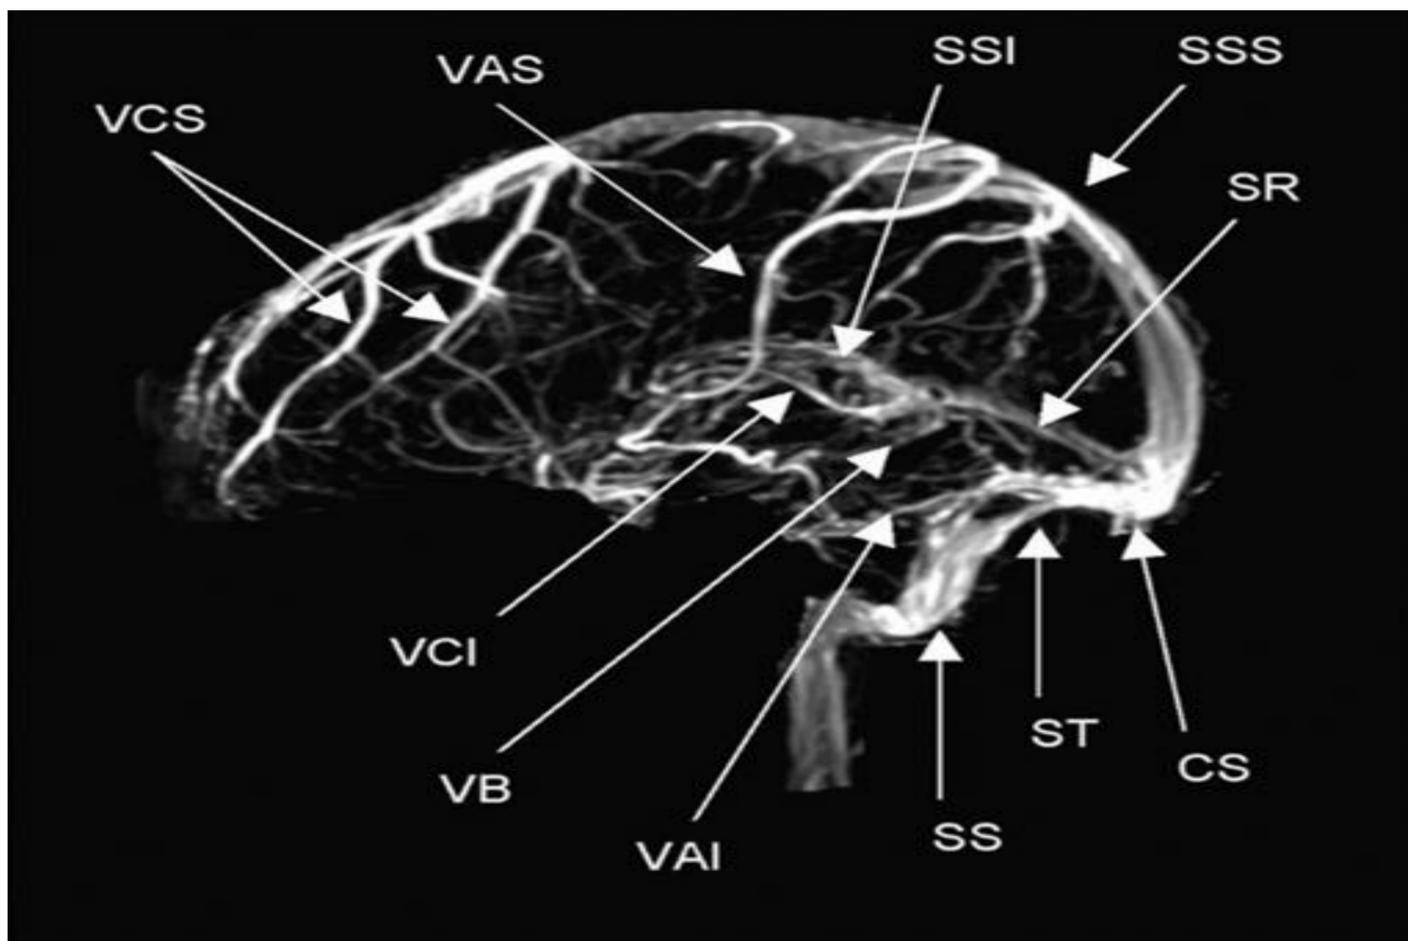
Anatomía del sistema venoso cerebral en RM. SSS: Seno Sagital Superior, SSI( Seno Sagital Inferior,) SR (Seno Recto), ST(Senos Transversos), SS(Senos Sigmoides), VCS(venas cerebrales superficiales), VAS( vena anastomótica superior, VCI(vena cerebral interna) VAI(vena anastomótica inferior), CS(confluencia de los senos), VB (vena basal).
